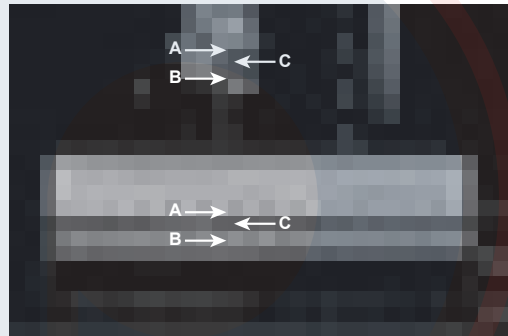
Visualización en modo-M. La visualización del ultrasonido en modo-M cambia la amplitud del eco y la posición con el tiempo. La visualización de los cambios en la posición del eco es útil en la evaluación de las estructuras que se mueven rápido, tales como las válvulas cardiacas y las paredes de la cámara. Aquí, las tres estructuras de mayor movimiento en la imagen superior en escala de grises del feto se graban en la imagen correspondiente en modo-M, e incluyen la pared ventricular proximal (A), el septo interventricular (B) y la pared ventricular distal (C). La línea de base es una escala de tiempo que permite el cálculo de la tasa cardiaca a partir de los datos del modo-M.
